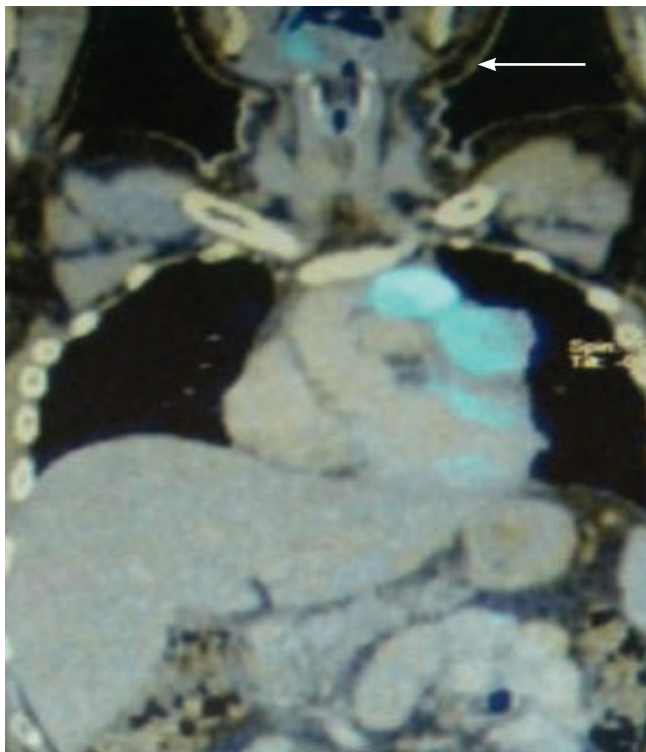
En el PET-CT, corte coronal, puede apreciarse hipercaptación en el perfil izquierdo del mediastino (flechas).
